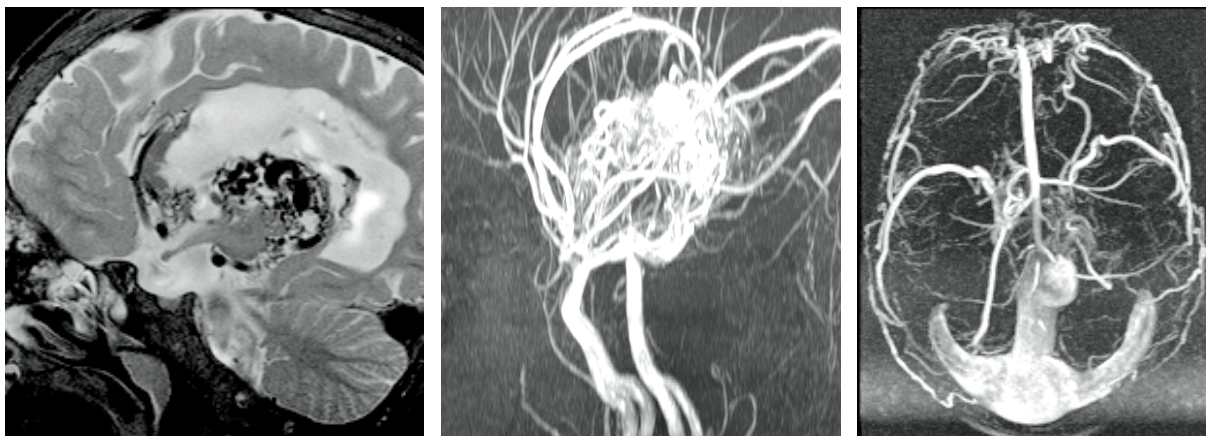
МРТ того же пациента в возрасте 4-х лет. Т 2-взвешенное сагиттальное изображение (а), МР-ангиографи (б), МР-венография (в). Лучевая картина сохраняется на прежнем уровне
